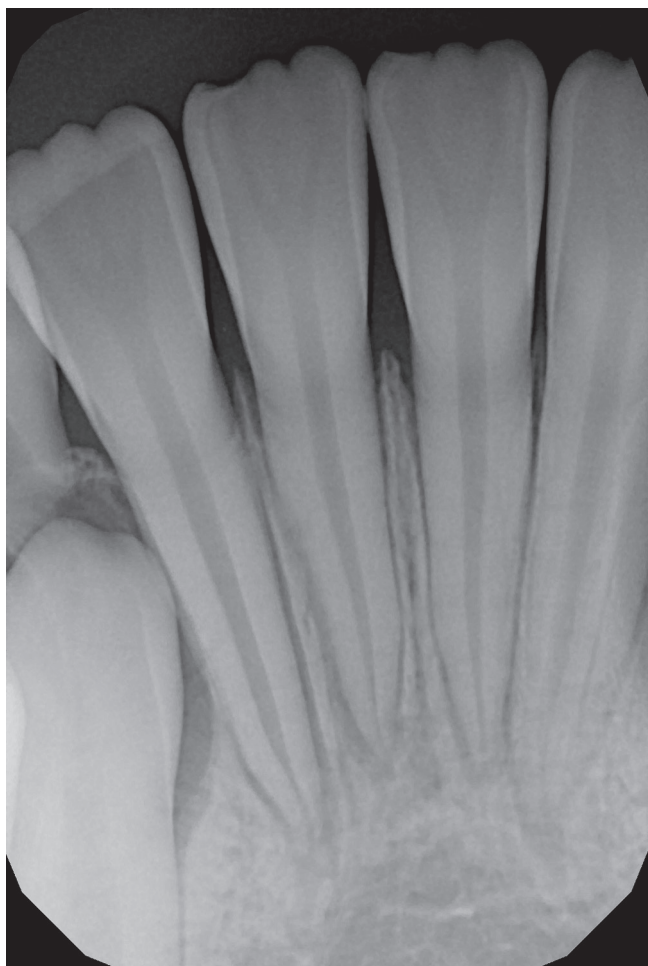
Фрагмент интраоральной рентгенограммы нижних резцов в стадии незакрытой верхушки, вывих зуба 4.1.
